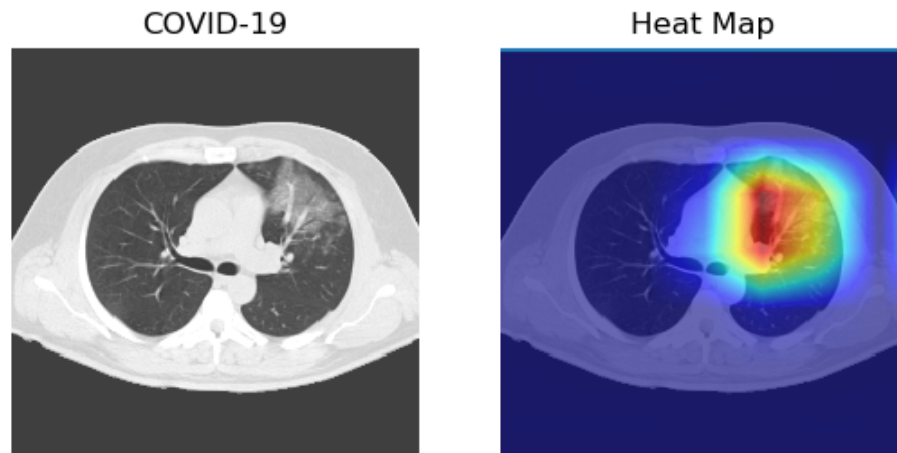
Grad-CAM de imagen CT categoría COVID-19. La imagen fue seleccionada de forma arbitraria y el modelo retorna los resultados 0.9991, 0.0005 y 0.0004 para las clases COVID-19, Neumonía y Normal respectivamente.
